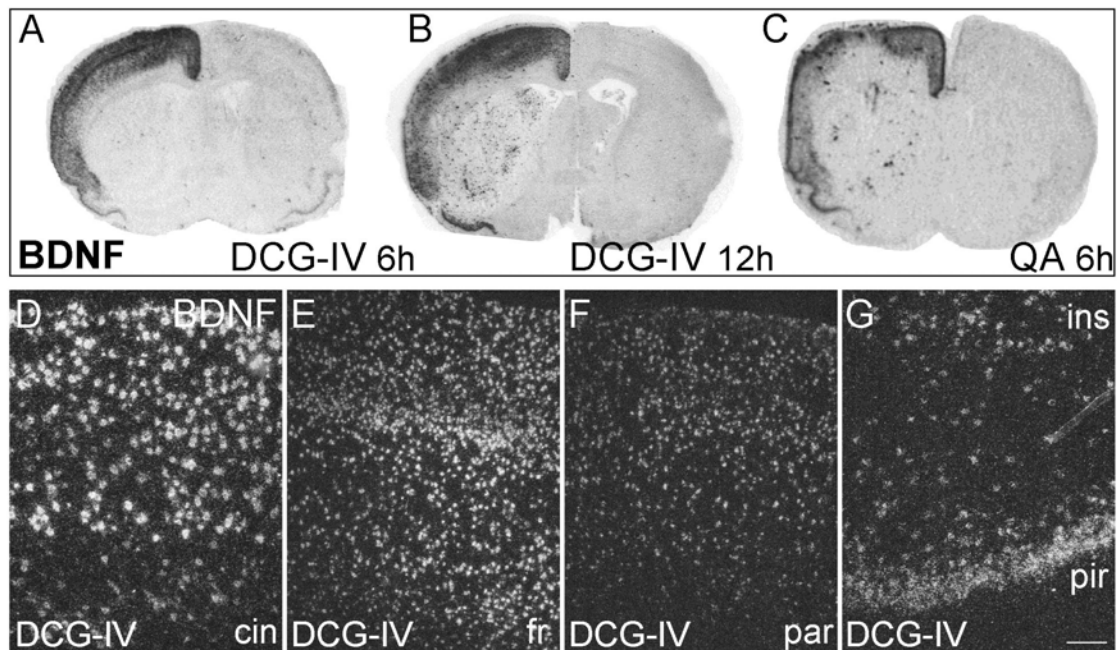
Sobreexpresión de ARNm de BDNF en la corteza ipsilateral tras la inyección en estriado de DCG-IV. A-C: autorradiografías que muestran el aumento de la expresión de ARNm de BDNF en la corteza tras la lesión excitotóxica del estriado. Es destacable el hecho de que, si bien al cuantificar los niveles de BDNF con DCG-IV los valores son muy similares o incluso menores a los cuantificados con QA, la sobreexpresión de BDNF en la corteza tras la inyección de DCG-IV se prolonga durante más tiempo (comparar con la figura 8). Las lesiones excitotóxicas también aumentan la expresión de mensajero de BDNF en el estriado 12 h tras la lesión como puede observarse en B. D-G: microfotografías de alta magnificación en campo oscuro que muestran la enorme expresión de ARNm de BDNF en las capas II/III y capa V de la corteza cingular (D), frontal (E) y parietal (F) y en las cortezas insular y piriforme (G) tras la inyección de DCG-IV en estriado. Barra de escala: D y G, 50 μm ; E y F, 100 μm .
